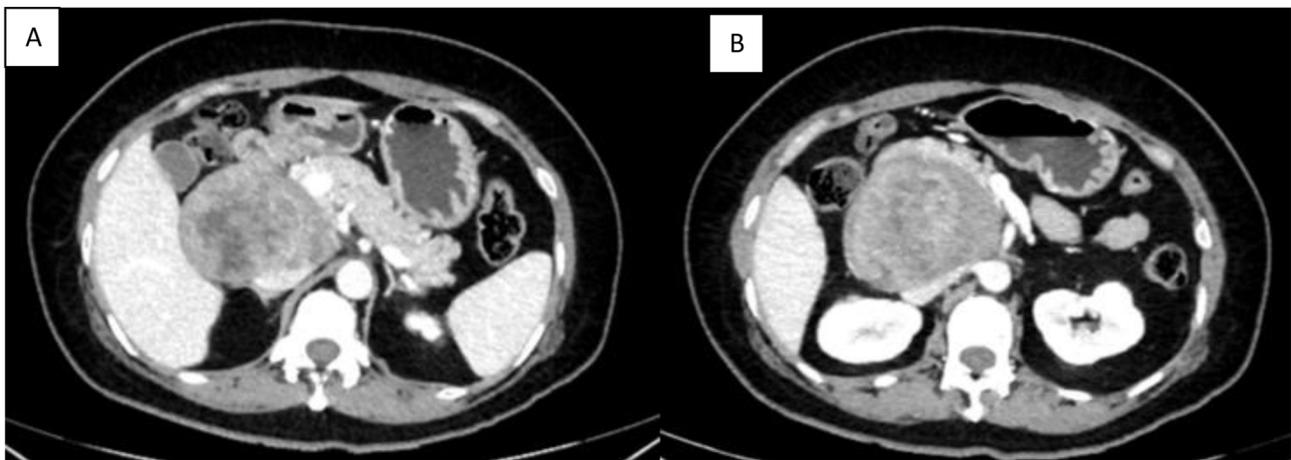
A y B. TC abdominal con contraste intravenoso: lesión retroperitoneal heterogénea de 81 × 75 × 66 mm, contigua a la segunda porción duodenal y con desplazamiento de la cabeza pancreática y compresión parcial de la vena cava inferior.
